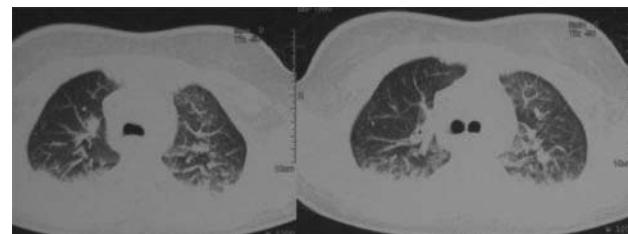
Tomografía axial computada de tórax donde se observan infiltrados pulmonares bilaterales con derrame pleural bilateral.
